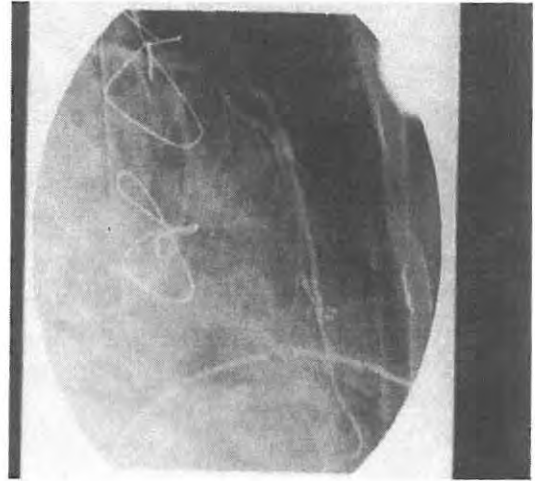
Üçlü sequential sol İTA (diagonal - proksimal sol anterior desendan arter - distal sol anterior desendan arter) uygulanmış olan bir olgunun erken postoperatif dönemde yapılmış olan kontrol koroner arteriografisi: a) sağ ön oblik pozisyon-şematik
